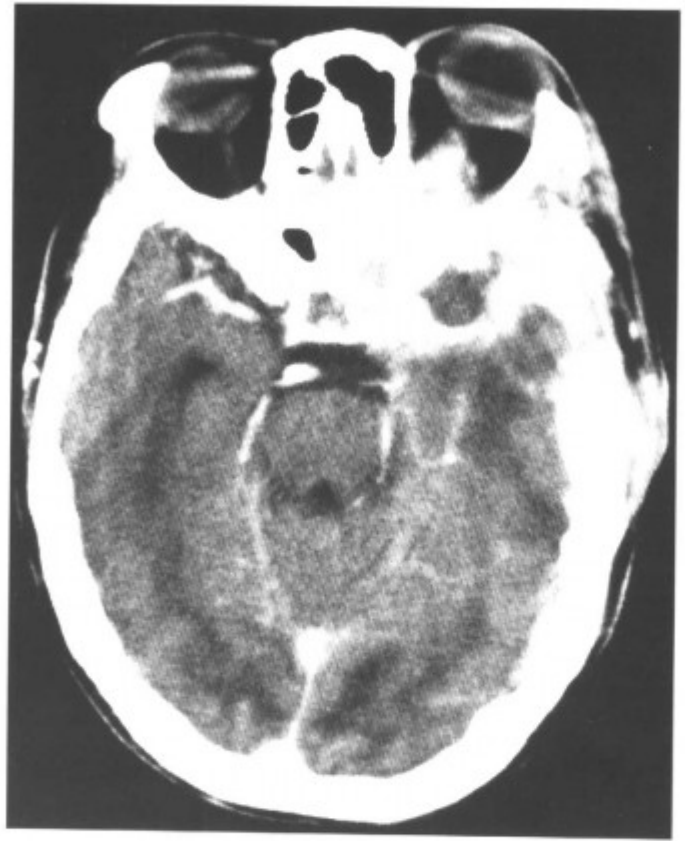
术后 CT 增强扫描, 术区脓肿扩散, 范围扩大, 脑膜增厚强化 (同上病例)
